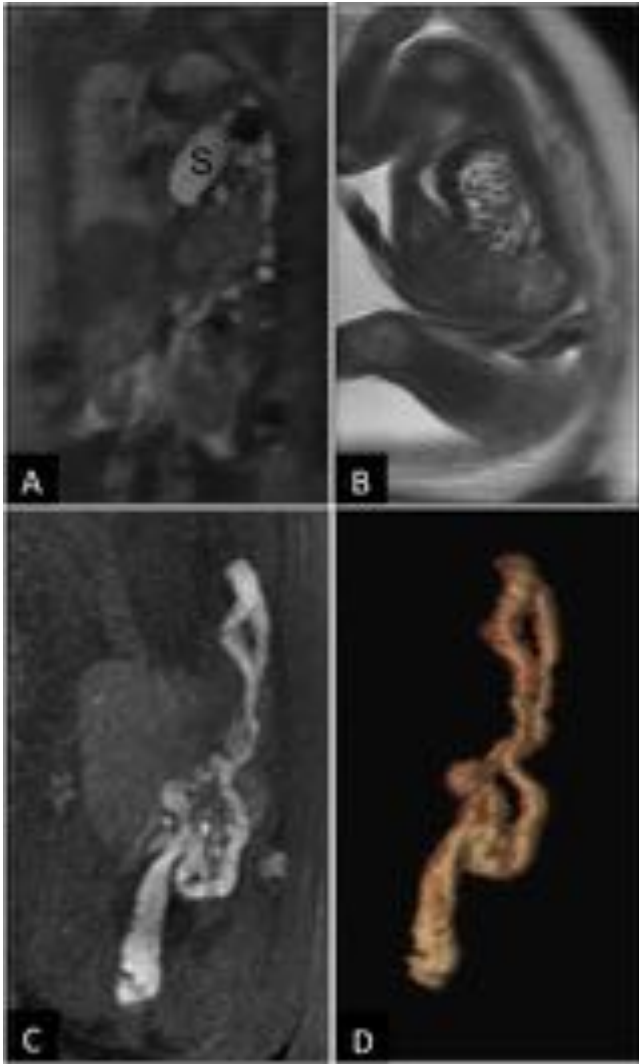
Hernia diafragmática congénita izquierda tipo “liver down” en RM fetal realizada a las 30 semanas de gestación. A. Coronal T2 SSFSE, B. Sagital T2 SSFSE, C. Coronal T1 SPGR con reconstrucción MIP y C. Reconstrucción 3D T1 LAVA (colonografía). Se aprecia herniación del estómago, asas de intestino delgado, colon transverso y parte del ascendente y descendente hacia el hemitórax izquierdo. Hígado y ambos riñones en posición normal.
